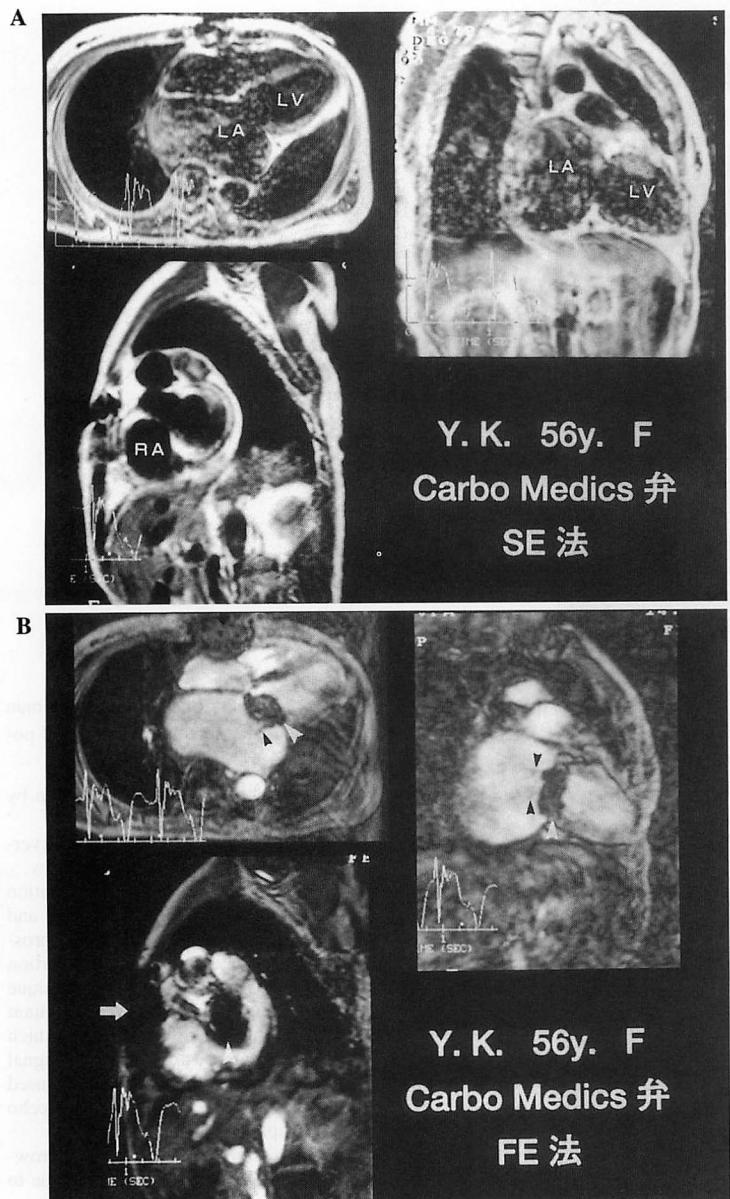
Magnetic resonance imaging of a 56-year-old woman with a CarboMedics prosthetic valve in the mitral position and atrial fibrillation
